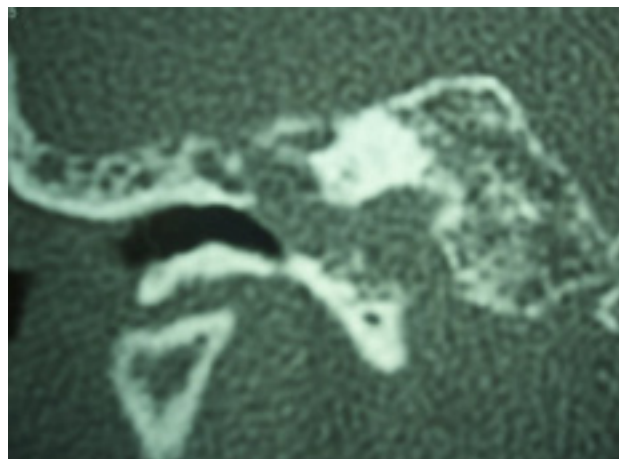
Imagen de TC coronal en el que se pone en evidencia la ausencia de lámina ósea que recubre el canal carotídeo, dejándolo en contacto con el oído medio.
